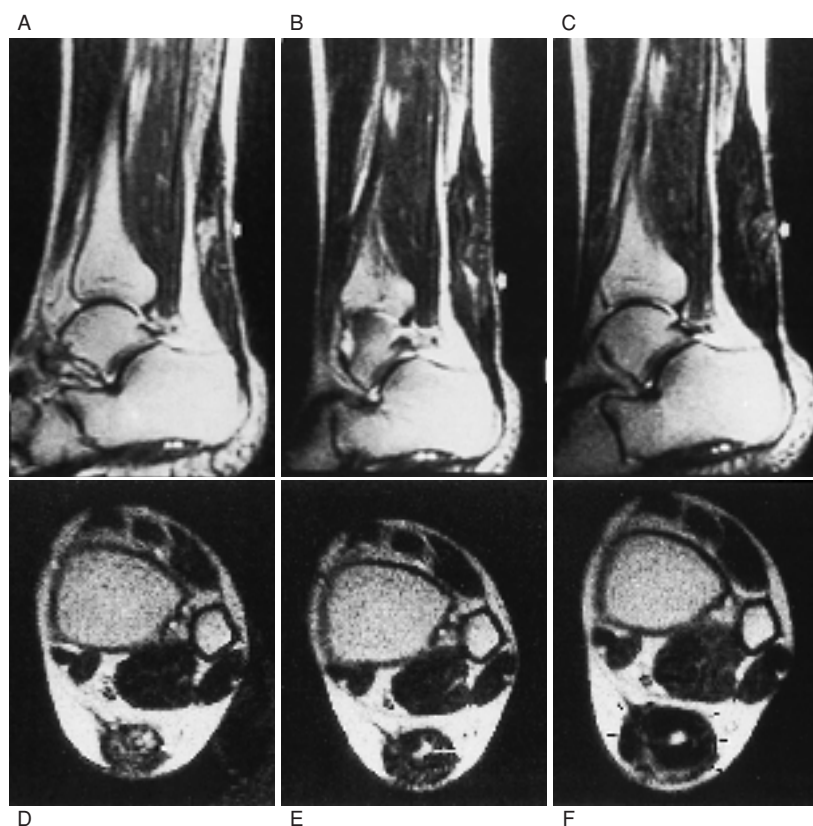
クロスステッチ法による腱縫合後のT2-MRI像。A, Dは術後4週；B, Eは術後8週；C, Fは術後12週を経過した像。文献12より引用。4週では腱縫合部位にT2高信号域があり、肉芽組織の存在を意味する。8週ではT2等信号域があり、線維組織の存在を意味する。12週ではT2低信号域が広がり腱線維の成熟と肥大を意味している。
